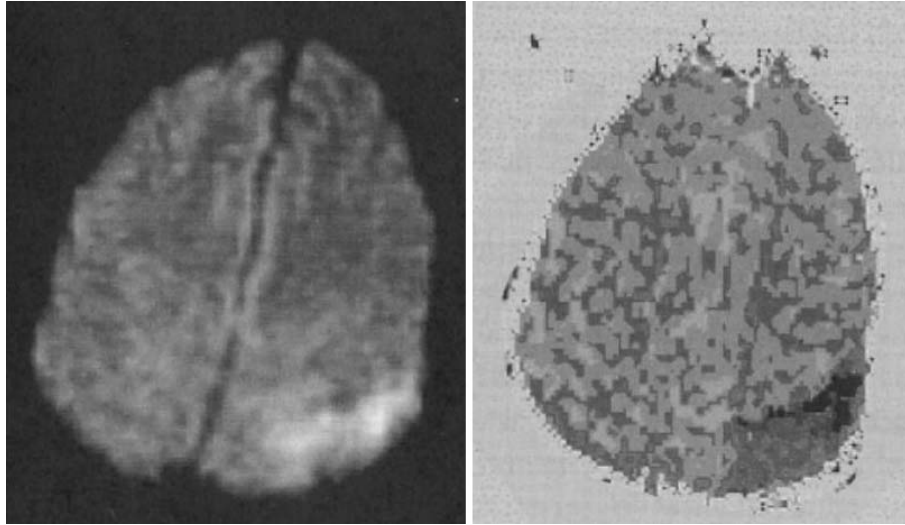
Diffusion weighted(Lt) and perfusion-weighted(Rt) MRI images taken 10 hours after the onset of stroke in a patient with selectively impaired access to the orthographic lexicon for reading and writing. The bright area on the diffusion-weighted image shows an acute infarct in the angular gyrus.
